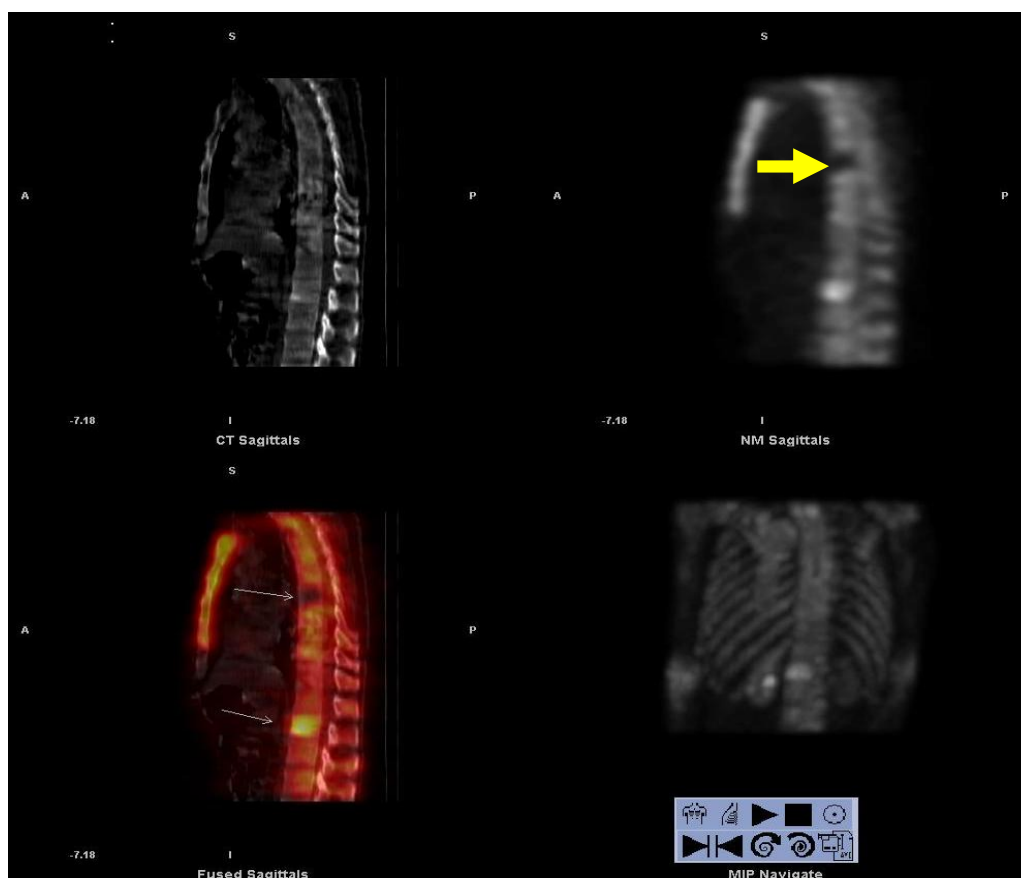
Tomoscintigraphie couplée à la TDM centrée sur le thorax chez un patient atteint de cancer de l'estomac : Présence d'un foyer hyperfixant sur D12 et d'un autre hypofixant sur D6 (flèche jaune) correspondant tous deux à des métastases osseuses
